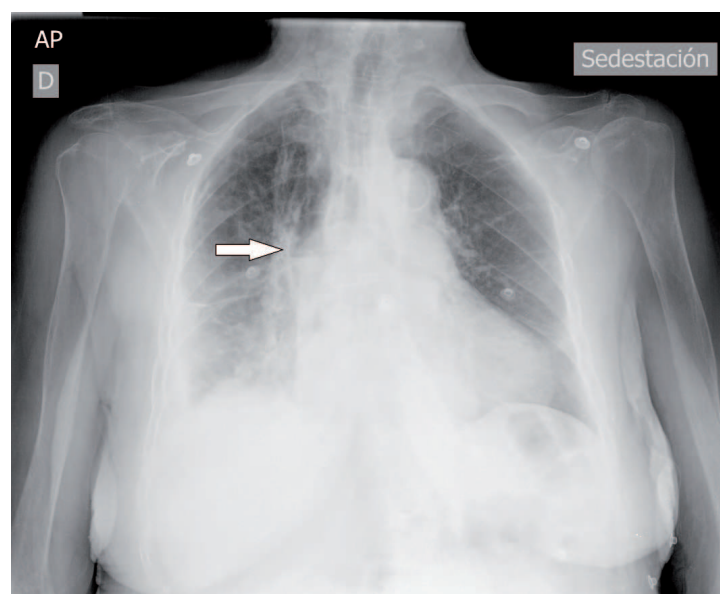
Radiografía anteroposterior de tórax donde se observa, señalado por la flecha, el nivel hidroaéreo en el mediastino.
